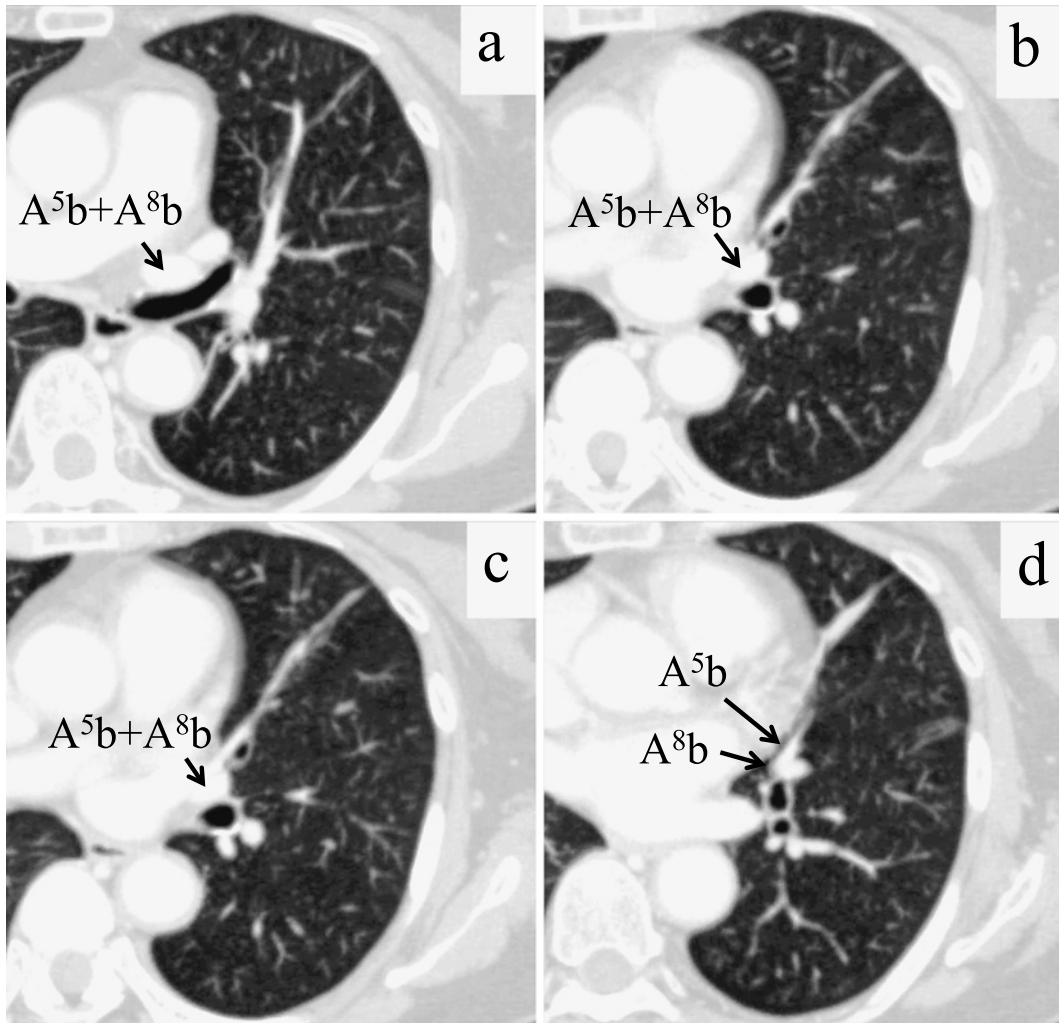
a, b, c, d: Chest CT shows the anomaly (A^{5b} and A^{8b}) of the left pulmonary artery passing beside the mediastinum.
